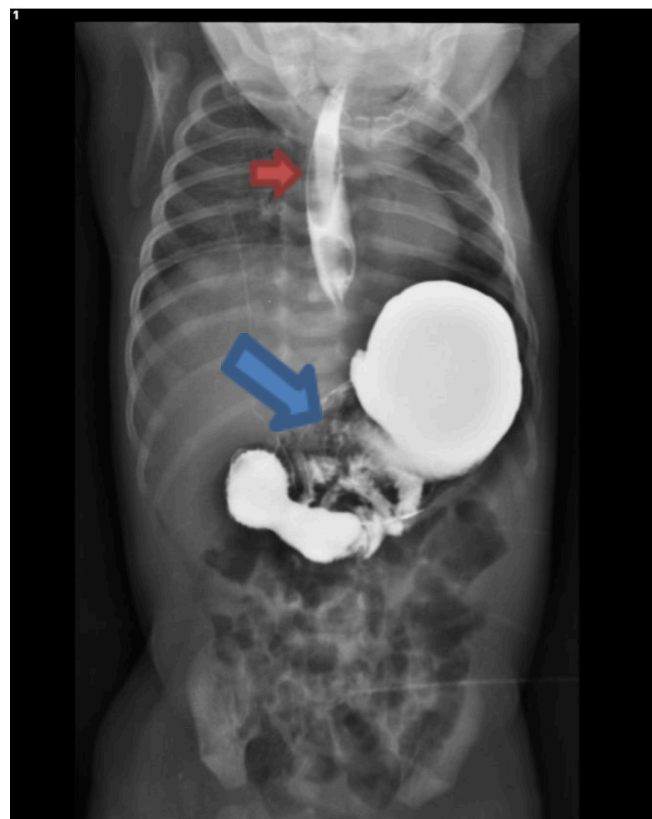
Radiografía de vías digestivas altas
